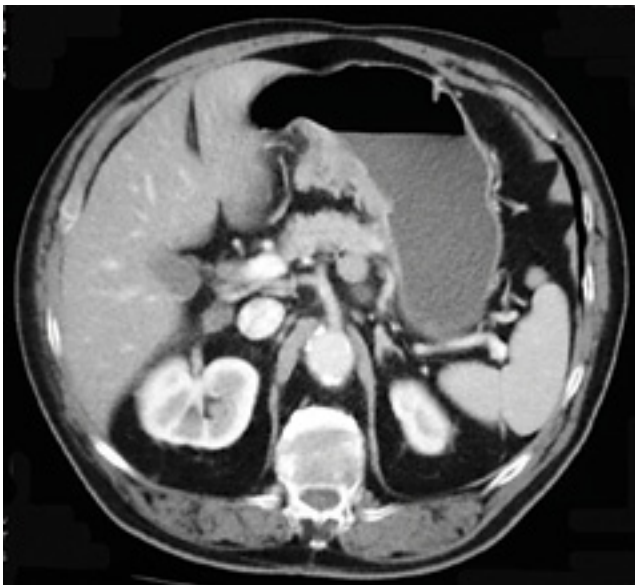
Adenocarcinoma gástrico avanzado en antro. TC con contraste iv. Engrosamiento de la pared posterior del antro con mala definición de su contorno externo que implica afectación de la serosa y adenopatía en el compartimento II (junto a la arteria esplénica).
